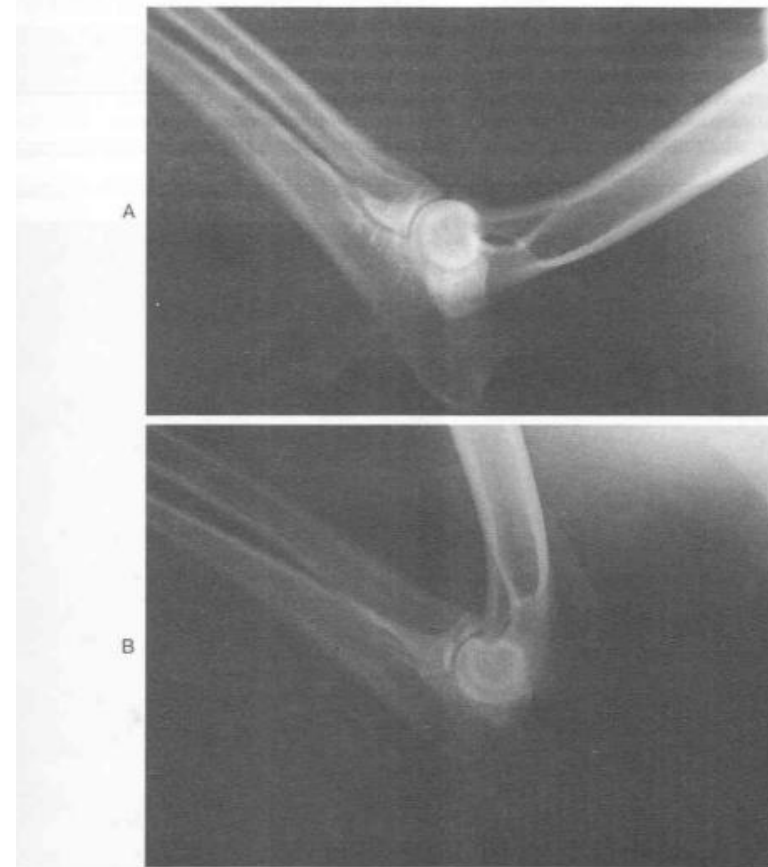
A* — рентгенограмма локтевого сустава в медиолатеральной проекции;
